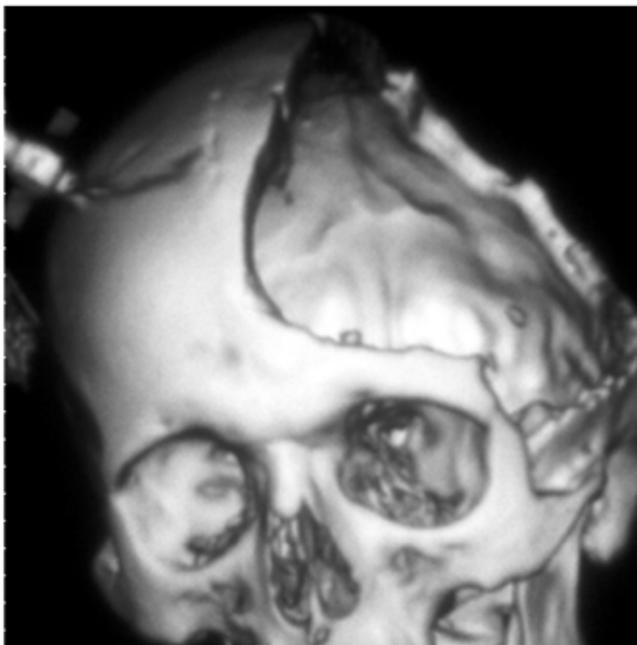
TAC-reconstrucción tridimensional. Extensa craniectomía de descompresión en un infarto maligno.
